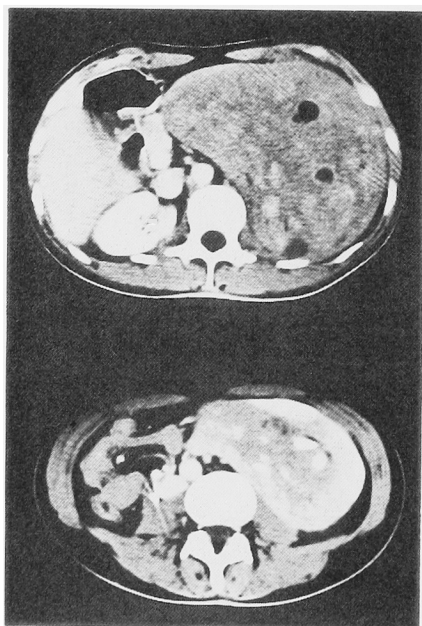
Abdominal CT shows a heterogeneous large tumor occupying the left upper abdomen. Some cystic regions are recognized in the tumor.
